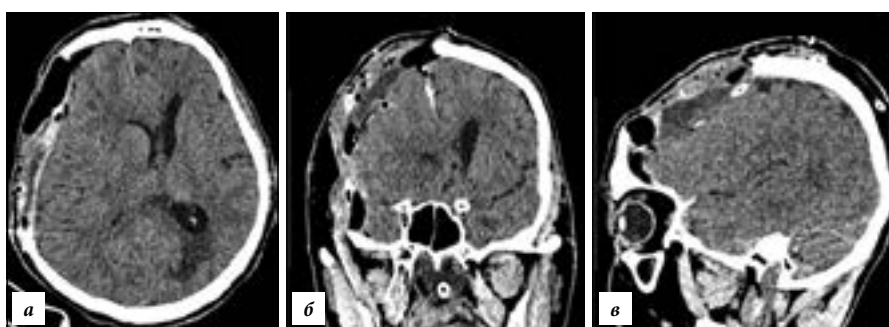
МСКТ головного мозга на следующие сутки после операции – аксиальная (а), фронтальная (б) и сагиттальная (в) плоскости (пояснения в тексте).
